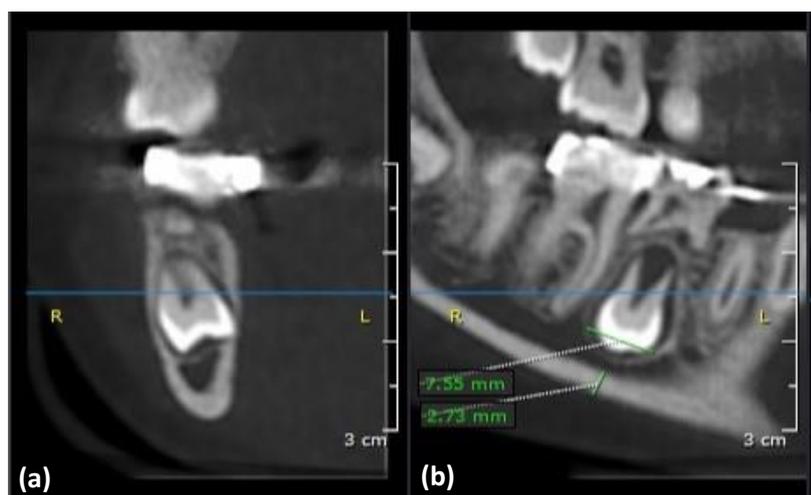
Diferentes secções de um CBCT (fev-2015) que mostram uma visão mais precisa do posicionamento anatómico do dente invertido e da espessura do osso cortical. (a) Corte coronal do CBCT e (b) Seção da reconstrução panorâmica.
